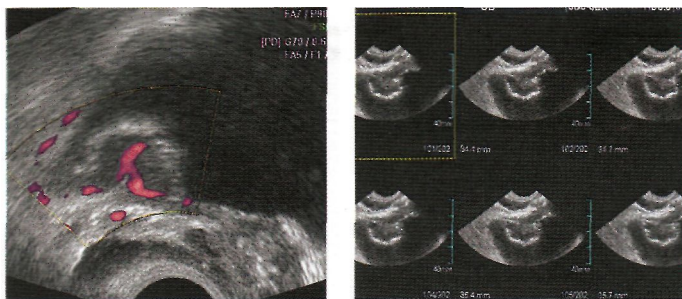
Пропролиферативный цистит с гематурией: А. Режим серой шкалы при обычном УЗИ. Утолщение стенки мочевого пузыря не позволяет исключить инфильтративную опухоль; Б. Режим многоплановой реконструкции с возможностью виртуальной эхоцистоскопии симулирует изображение опухоли мочевого пузыря.
